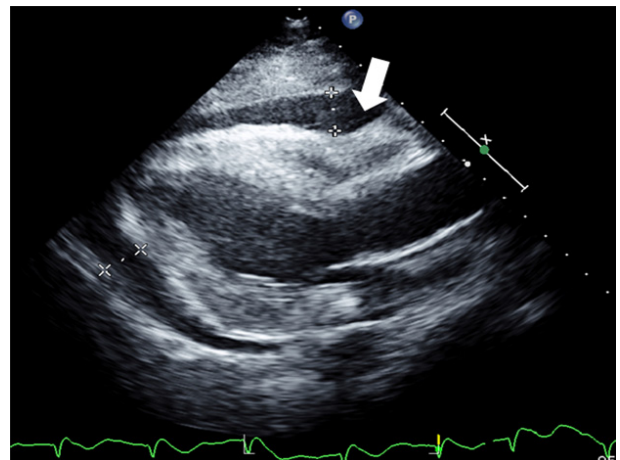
Moderate pericardial effusion (maximum 2 cm) and signs of cardiac tamponade were seen on the initial echocardiograph. The RV free wall was collapsed by the pericardial effusion (arrow). The size of the left ventricular cavity was normal and the ejection fraction of the left ventricle was decreased markedly to 20%. RV, right ventricular.
